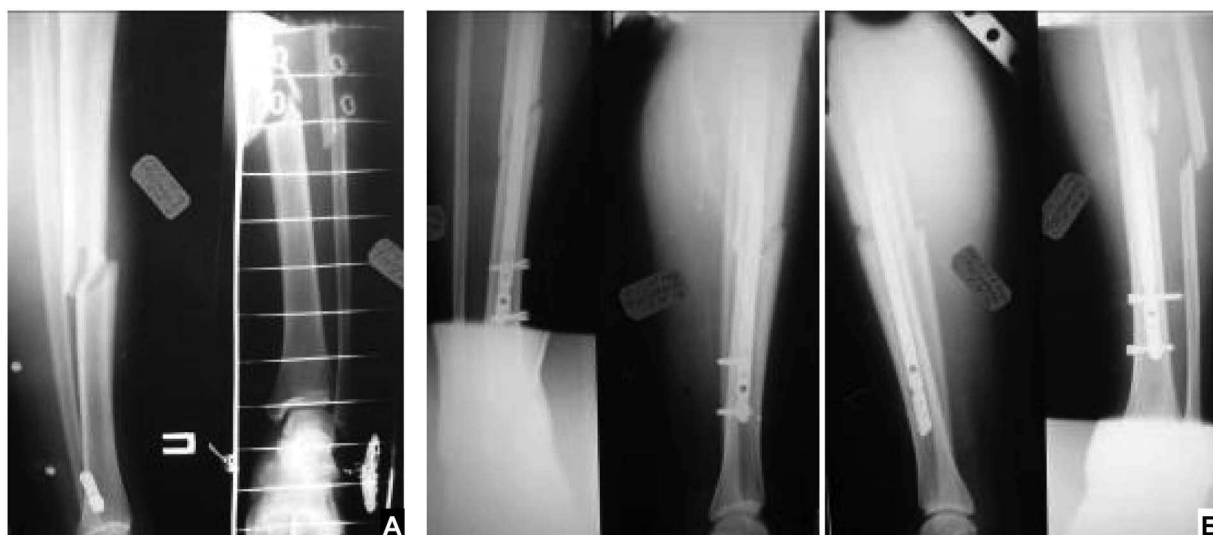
Рентгенограммы больной К., 17 лет: А – при поступлении; Б – интраоперационно.
